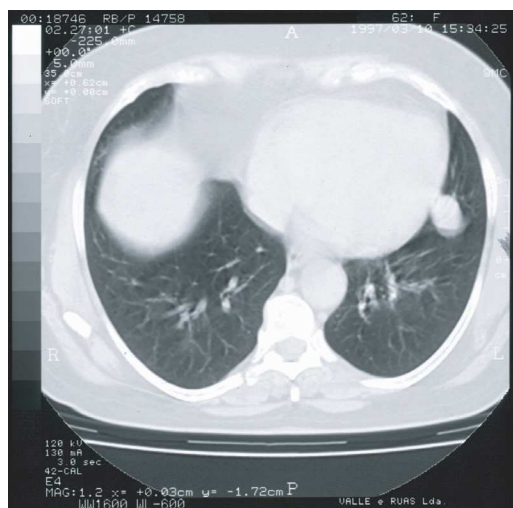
Tomografia axial computadorizada – Imagem nodular localizada no segmento basal externo do LIE, de contornos regulares.
